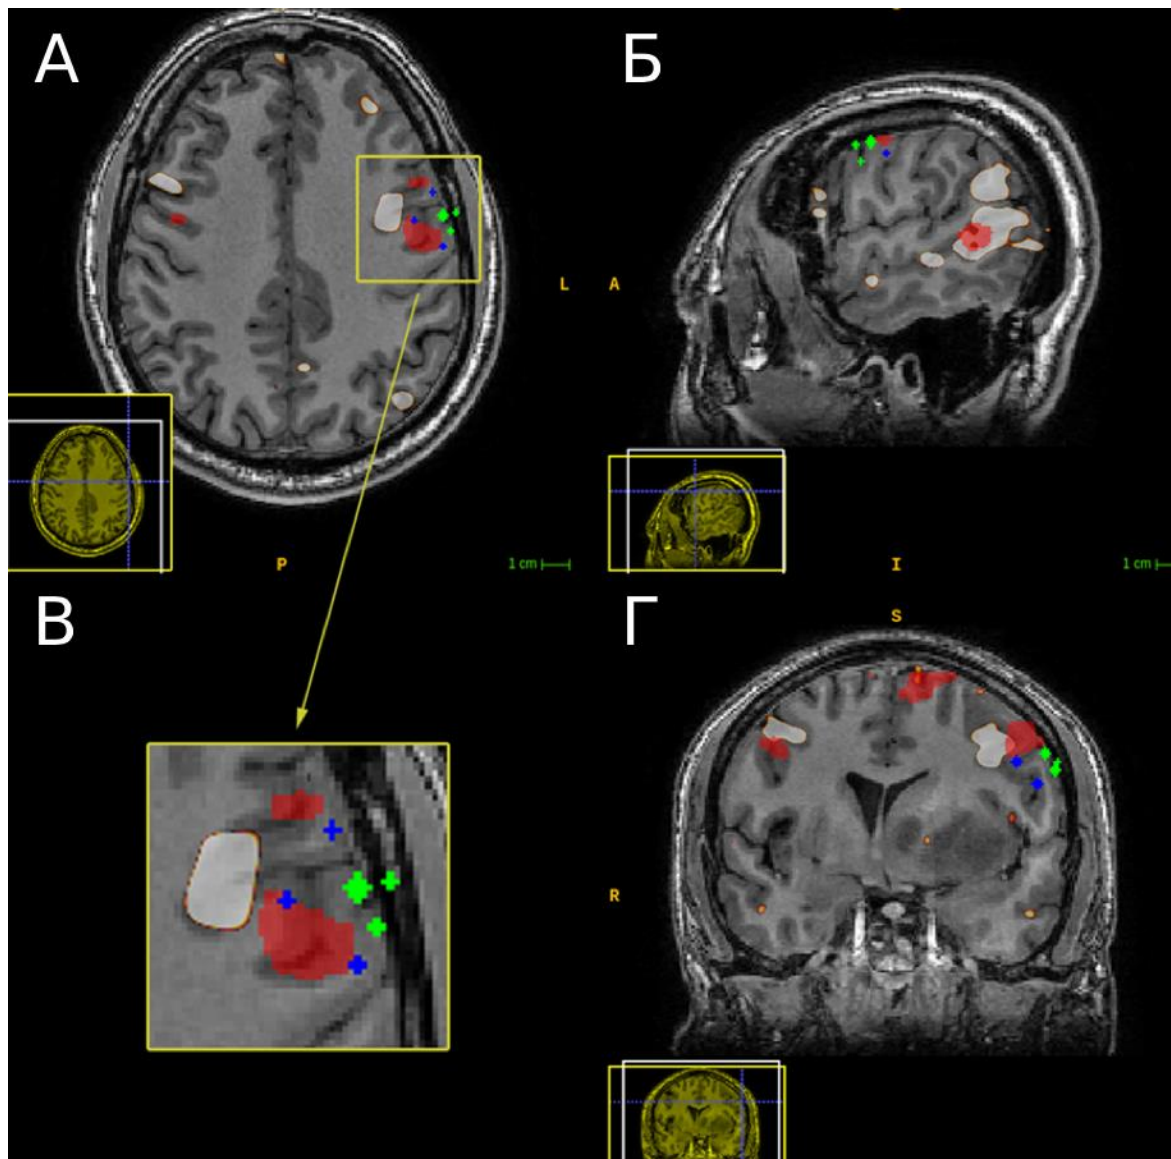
Пациент №2 с диффузной астроцитомой (WHO Grade II) левой лобно-островковой области. МРТ в аксиальной (А), сагиттальной (Б) и фронтальной (Г) проекциях. Совмещение активации стимул-зависимой фМРТ, фМРТ в «состоянии покоя» и интраоперационных ответов. Увеличенный фрагмент области интереса (В). Красным обозначается активация фМРТс, белым – фМРТп, зеленым – «положительные» точки, синим – «отрицательные» точки
